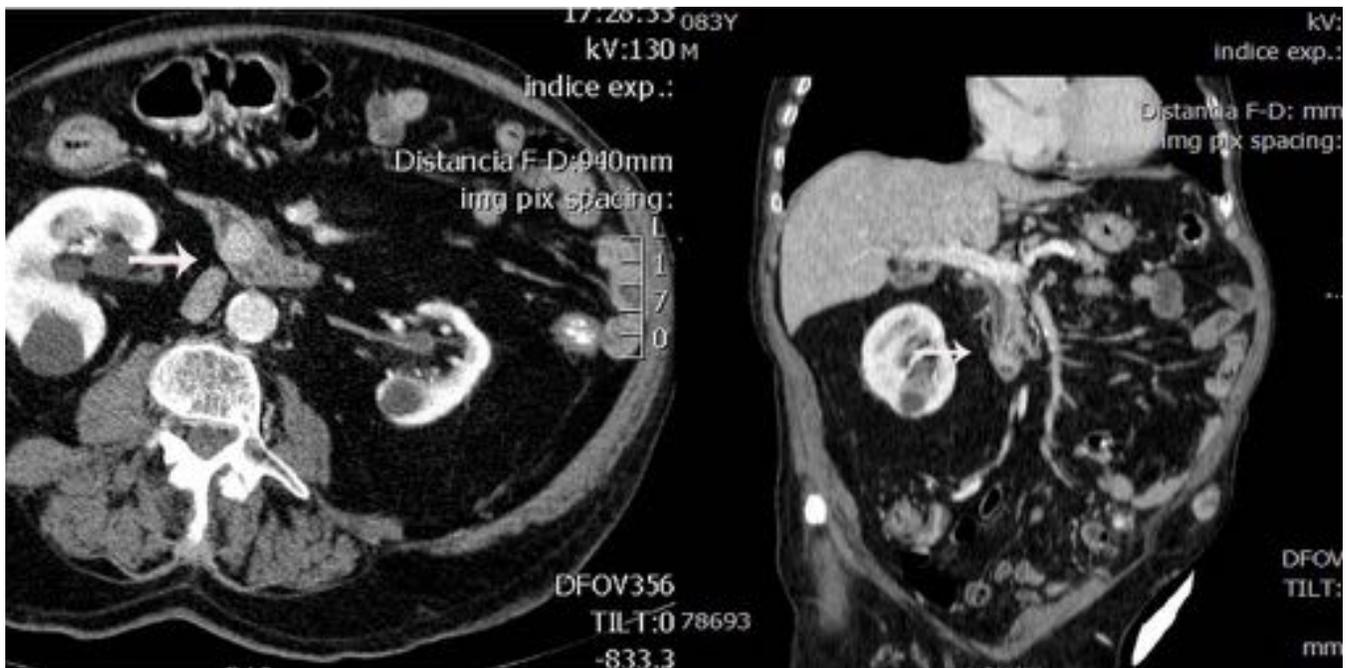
Imágenes axial y reconstrucción coronal de TC con contraste donde se observa una imagen redondeada con captación de contraste en segunda porción de duodeno (flechas) con dilatación retrógrada de la vía biliar compatible con ampuloma del mismo paciente de la ecografía previa.
